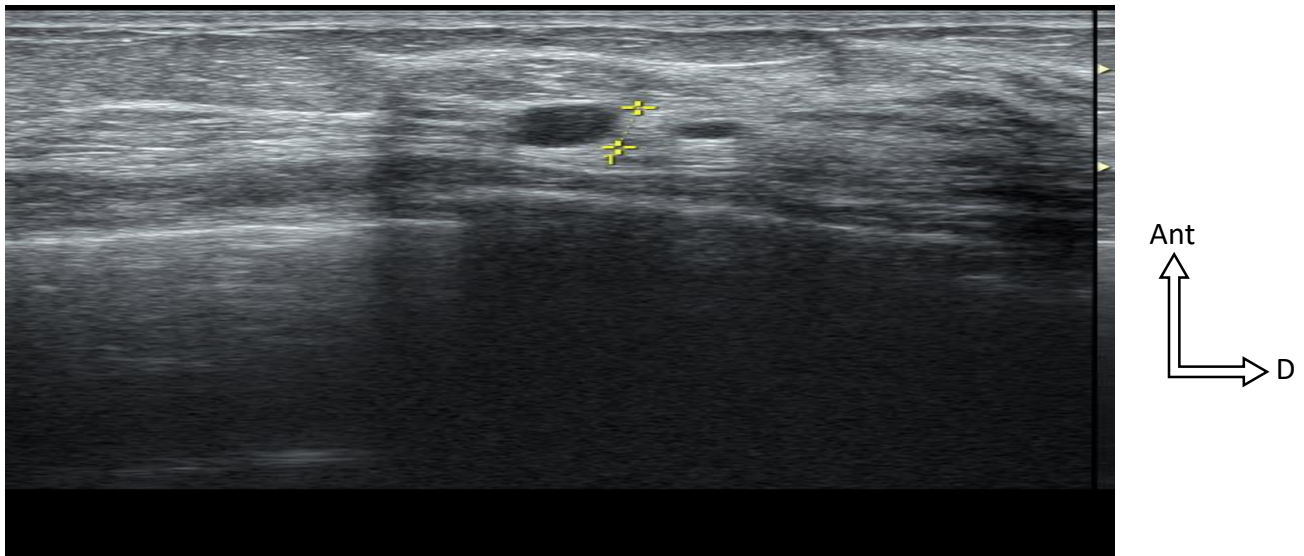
Échographie mammaire montrant une mastopathie fibrokystique bénigne [81]
